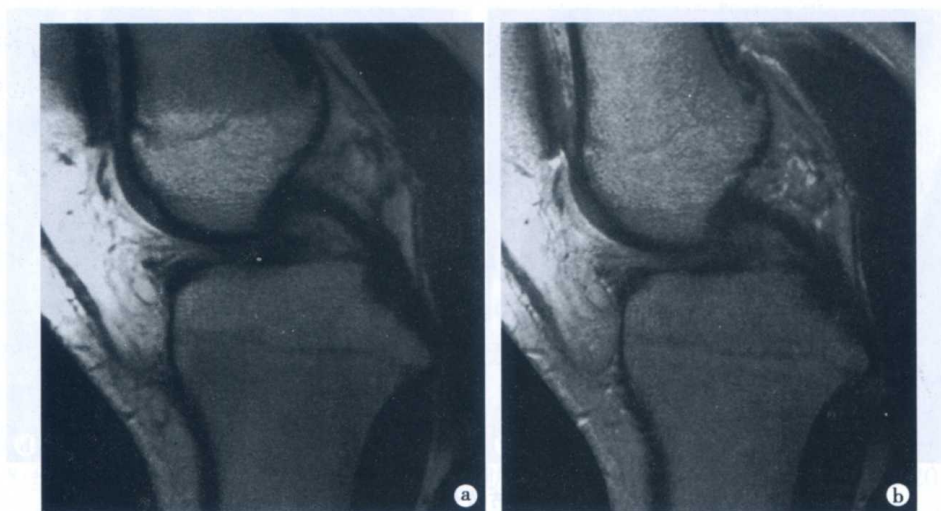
膝关节正中矢状面 MRI 表现
